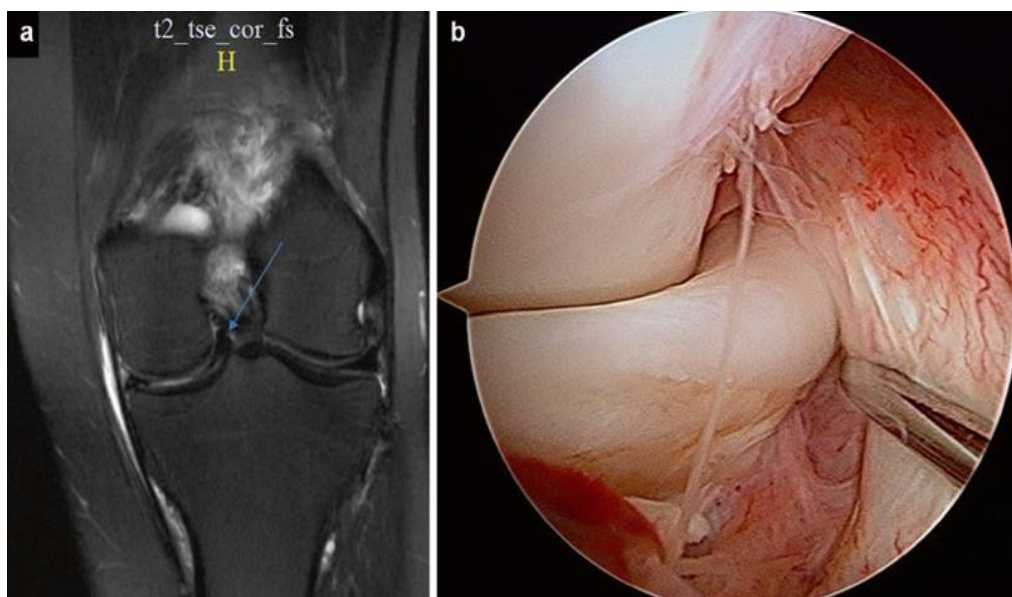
Visualização imagiológica e artroscópica de ruptura em asa-de-cesto. a) Ruptura em asa-de-cesto do menisco interno em ressonância magnética; b) Visualização artroscópica de uma ruptura em asa-de-cesto do menisco externo. Retirado de Hulet C. *Surgery of the Meniscus*. (Hulet C, Pereira H, Peretti G, Denti M, eds.). Berlin, Heidelberg: Springer Berlin Heidelberg; 2016.
